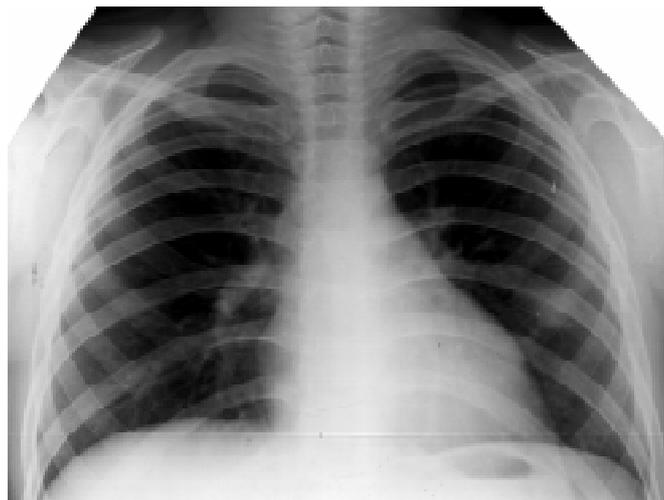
Хвора Ч., 14 років. Рентгенограма органів грудної клітки після курсу лікування. Зменшення вираженості васкуліту, на місці порожнини візуалізується ділянка пневмофіброзу
